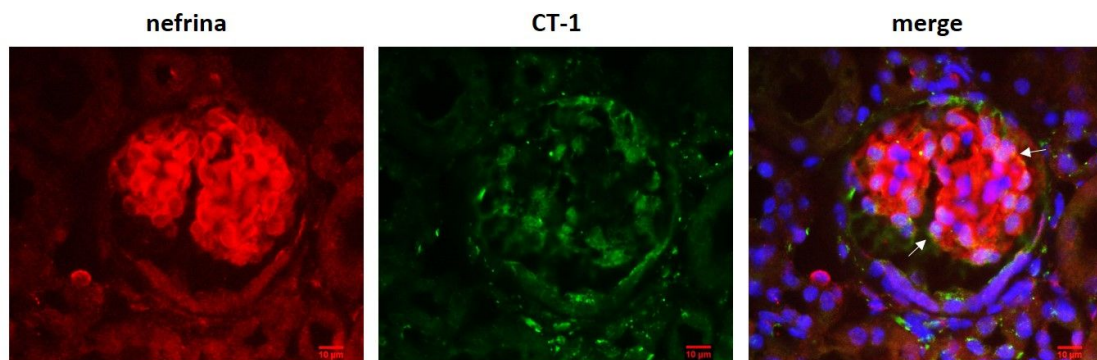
Expresión de CT-1 en glomérulos de ratones controles. Imágenes representativas de la doble tinción mediante inmunofluorescencia de nefrina (nphs1) y CT-1. La imagen mezclada (merge) muestra nefrina en rojo y CT-1 en verde. Las flechas indican algunas áreas en las que se colocalizan ambas tinciones. Magnificación original: 400X; barra= 10 μ m. CT-1: cardiotrofina-1.
